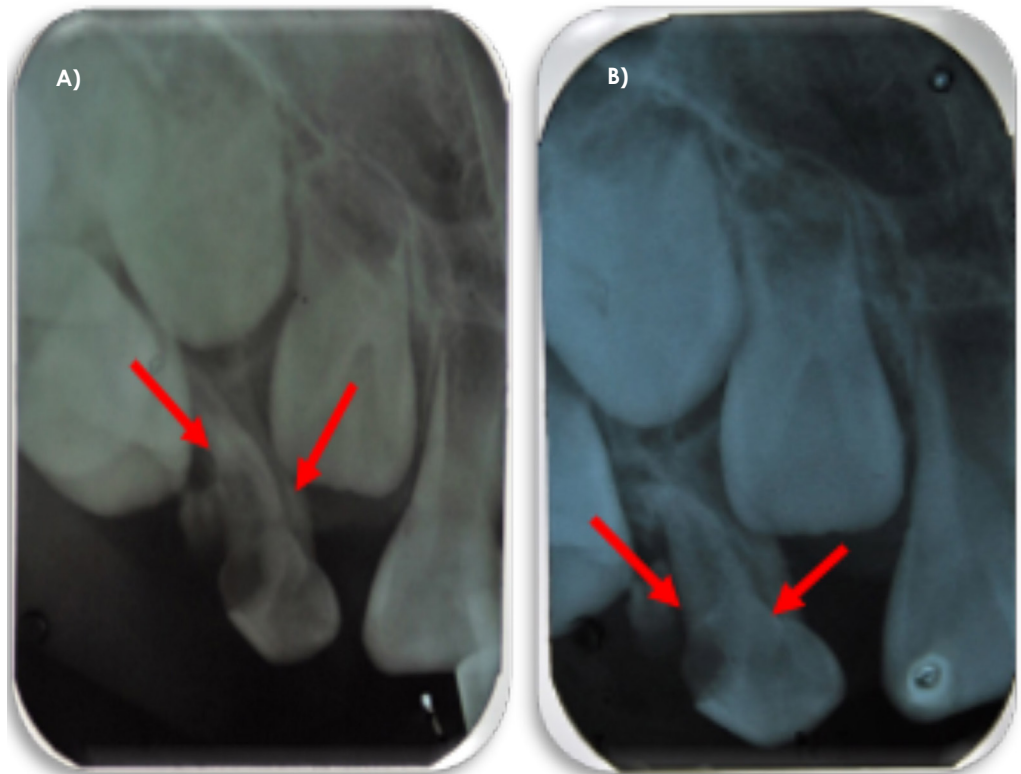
Radiografías periapicales del diente 53. A) Las flechas indican la presencia de dos raíces. B) Nueva radiografía con diferente angulación para confirma diagnóstico de canino birradicado.
